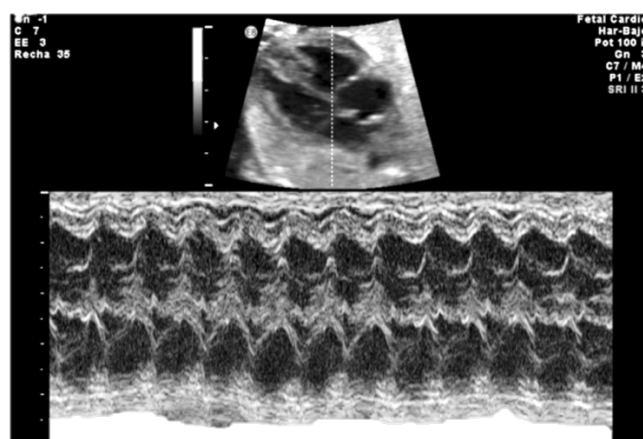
Modo M ecocardiografía fetal.
